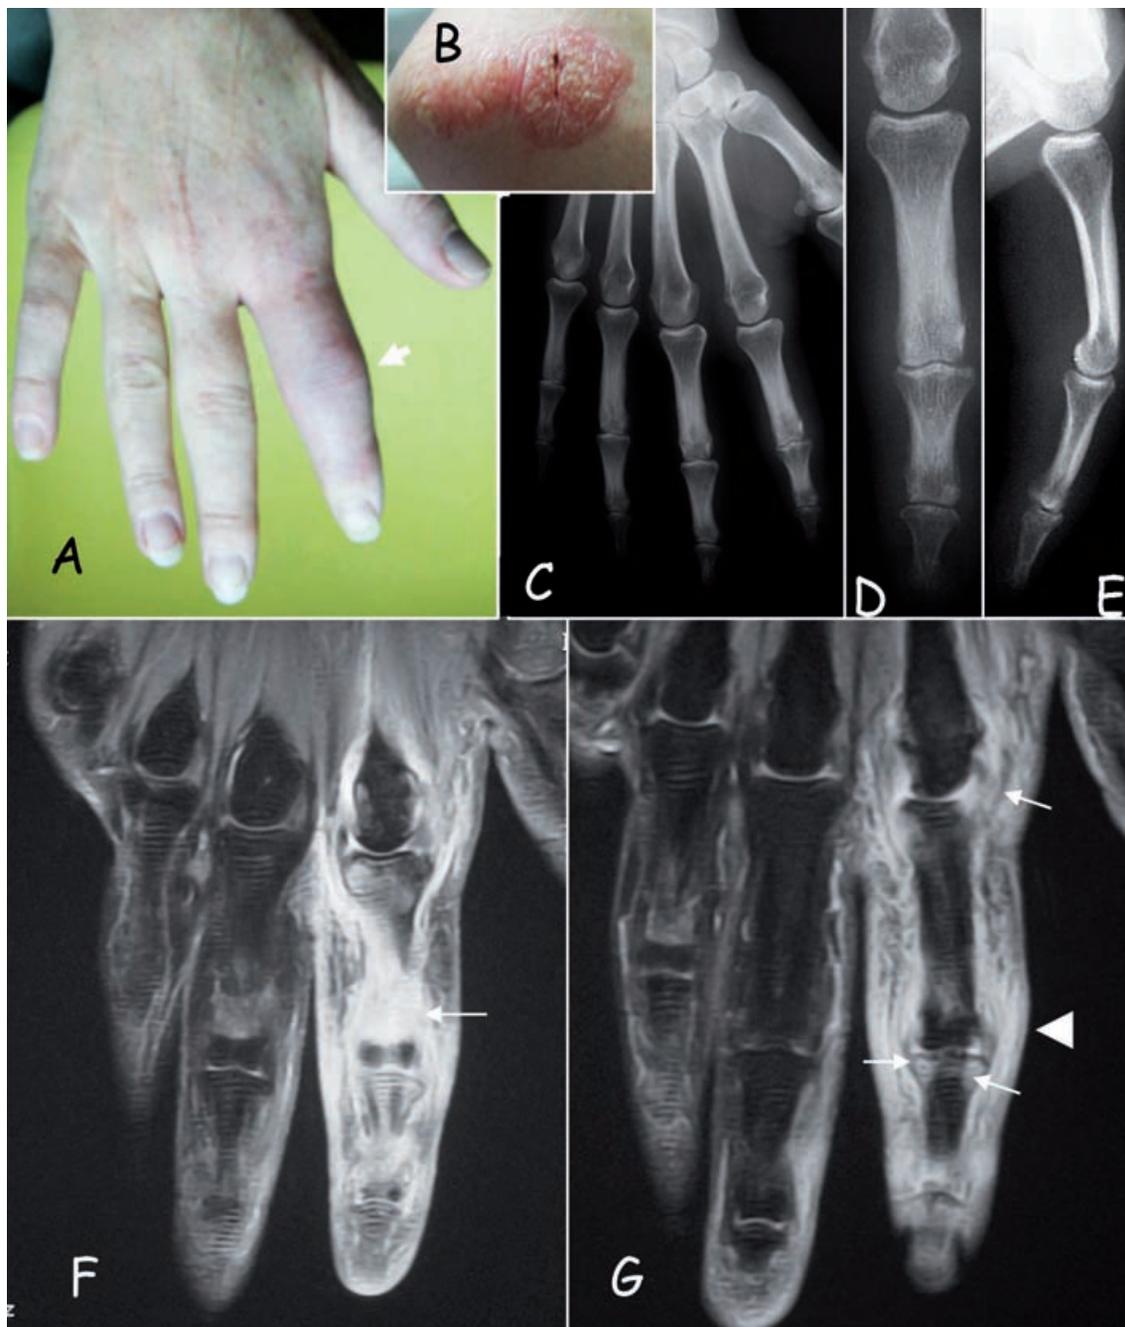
Dactylite psoriasique typique en IRM avec radiographies normales.
